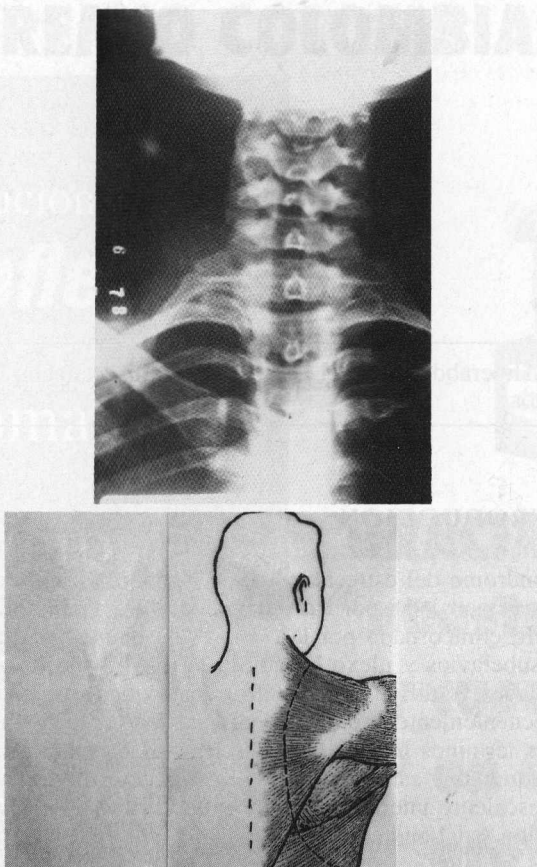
A: Radiografía AP del cuello que muestra una costilla cervical derecha.
